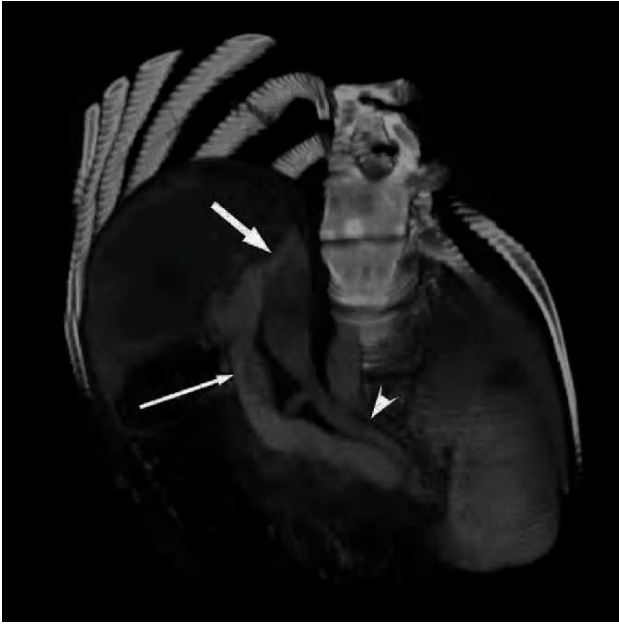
Tomografía computarizada helicoidal de un paciente de 24 años con retraso mental que muestra una colateral congénita que conecta la vena porta (flecha delgada) con la vena cava (flecha gruesa); no existe vena porta intrahepática (punta de flecha: vena renal izquierda).
